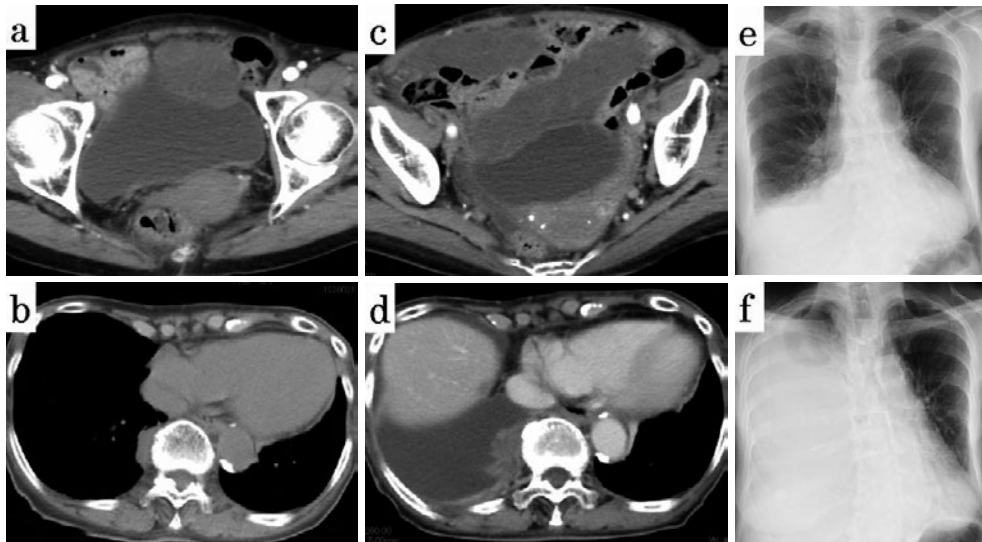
(a) 造影CT. X-3年2月膀胱前壁に接する造影効果の乏しい径6 cmの腫瘍を認めた. (b) 単純CT. X-1年7月右壁側胸膜に不整形腫瘍が出現した. (c, d) 造影CT. X年5月膀胱前壁の腫瘍は、多房化して径23×14 cmに増大し、腸管にまつわりつくように拡大を認めた. 右壁側胸膜の腫瘍は造影効果に乏しく径4 cmに増大し、胸水が出現した. (e) 胸部単純X線. X年5月右胸水が出現. (f) 胸部単純X線. X年10月右大量胸水により右肺野の含気が高度に低下した.
